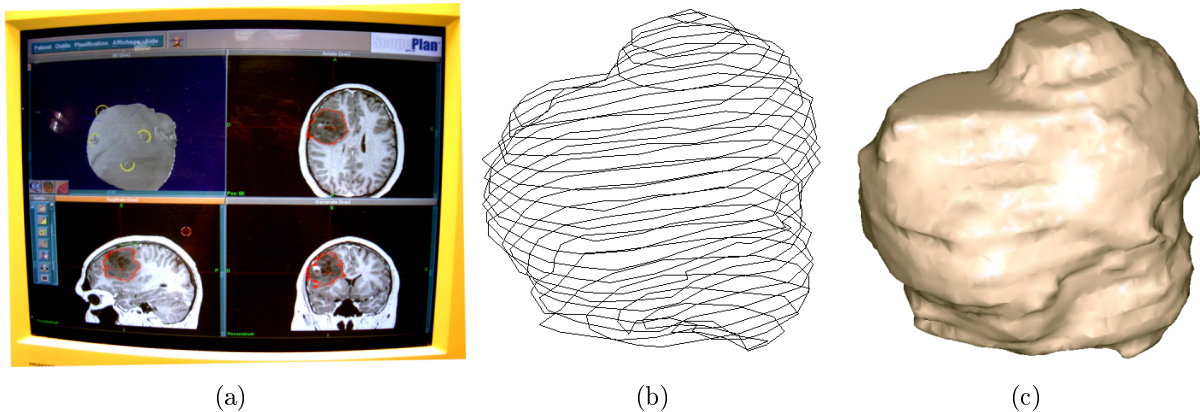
(a) Définition des limites tumorales sur la station de navigation SurgiScope<sup>®</sup>. (b) Empilement de contours polygonaux définissant la surface de la tumeur. A chaque sommet de chaque contour, l'information d'orientation de la surface est calculée à partir de l'IRM. (c) Reconstruction surfacique triangulée de la tumeur.
